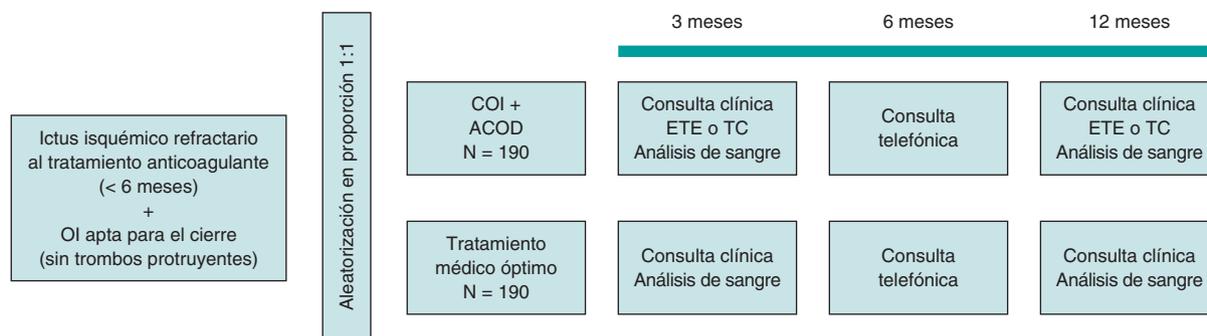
Figura central. Protocolo del estudio. ACO: anticoagulación oral; ACOD: anticoagulante oral directo; COI: cierre de la orejuela izquierda; ETE: ecocardiograma transesofágico; OI: orejuela izquierda; TC: tomografía computarizada.
